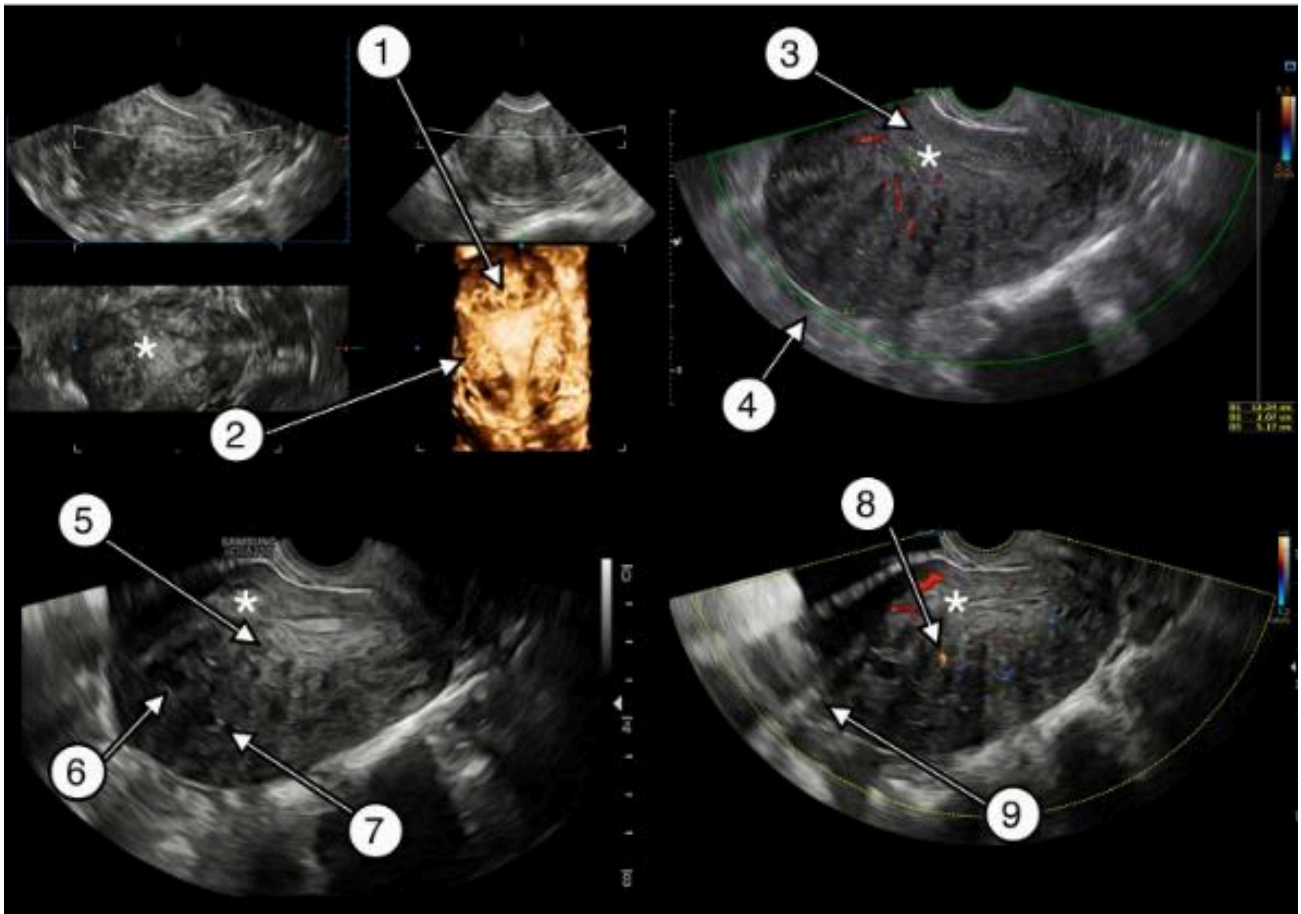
Criteris d'adenomiosi segons el consens MUSA: 1) zona de transició endometri-miometri interrompuda, 2) zona de transició endometri-miometri irregular, 3) asimetria de parets miometrials, 4) úter globulós, 5) línies hiperecogèniques subendometrials, 6) quists intramiometrials, 7) illes hiperecogèniques, 8) vascularització translesional, 9) ombrejat en ventall (Font: Harmsen MJ, *Ultrasound in Obstetrics & Gynecology*, 2022)
